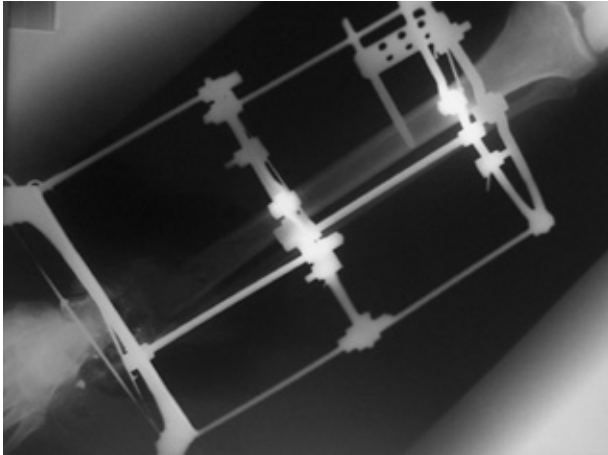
Radiografía anteroposterior que muestra la fijación externa tipo Ilizarov en fractura conminuta de tibia distal, tobillo y retropié con pérdida ósea asociada
